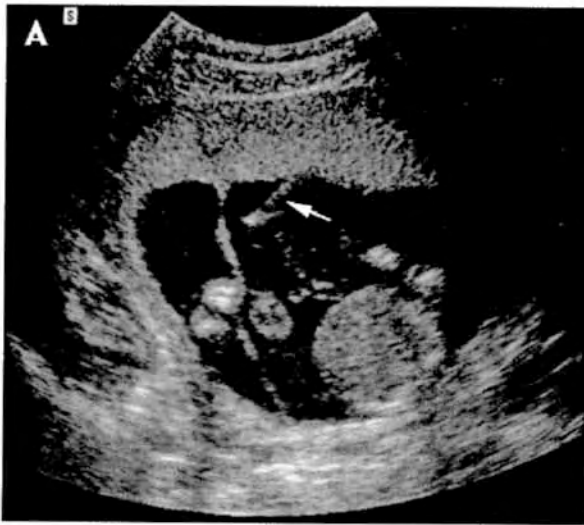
IMAGE ÉCHOGRAPHIQUE D'UNE AMNIOCENTÈSE
